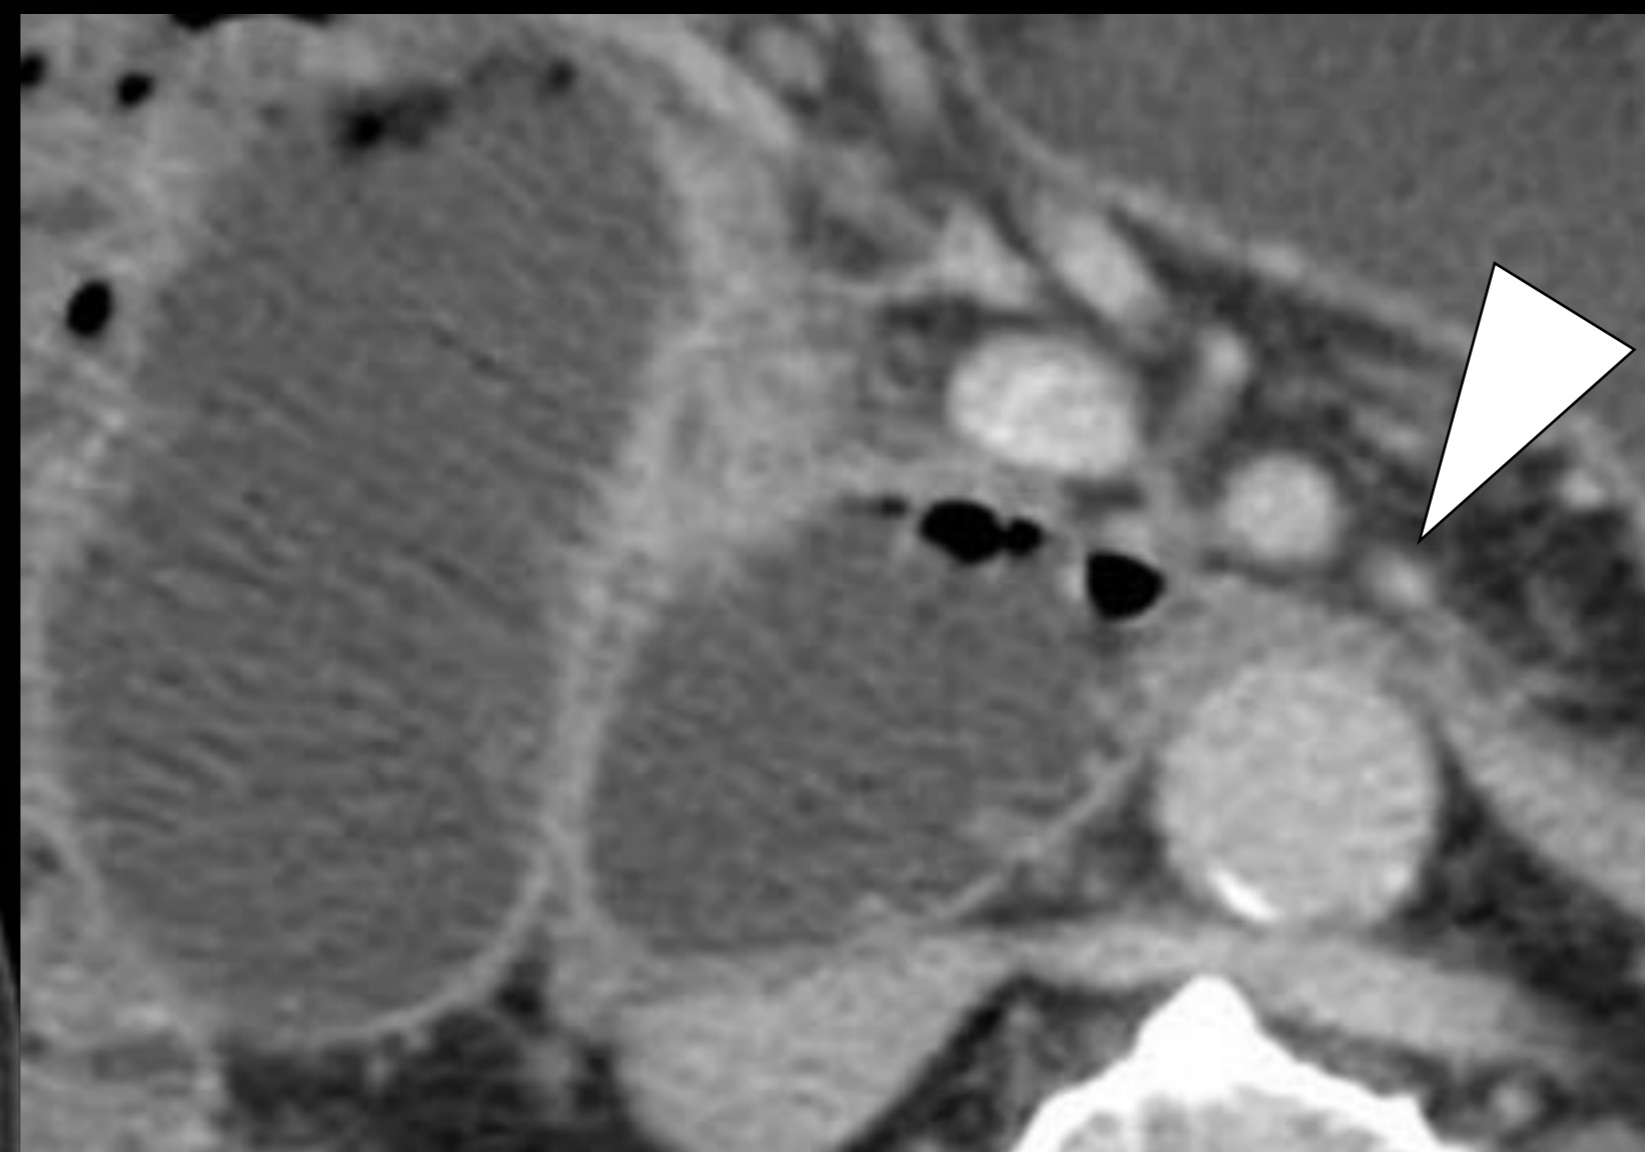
Varón de 70 años con vómitos. Imagen de TC abdominal. Se aprecia una dilatación de la cámara gástrica y las primeras porciones duodenales hasta su paso por la pinza aortomesentérica, momento en el cual se aprecia un cambio de calibre brusco (cabeza de flecha) en relación con síndrome de Wilkie o de la Arteria Mesentérica Superior. El paciente posee una vena renal izquierda retroaórtica como variante.
